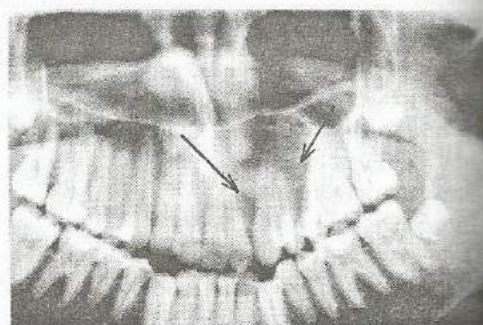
Ортопантомограма дитини М. з кістковою гемангіомою верхньої щелепи. В лівій половині верхньої щелепи спостерігається дивергенція коренів 22,23,24,25 зубів, ділянка верхньої щелепи, яка знаходиться між ними, має клиноподібну форму з нечіткими межами з помірно вираженою остеолітичною структурою кістки.
